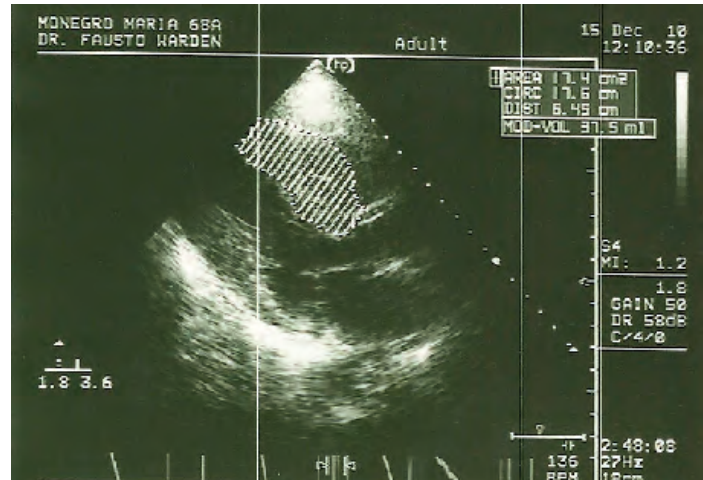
Ecocardiograma en el eje largo y corto paraesternal y apical de cuatro cámaras de un paciente con Miocardiopatía Hipertrofica. Note el acentuado engrosamiento del septum interventricular en relación a la pared posterior y como en el eje corto se observa hipertrofia, aunque en menor grado, de las paredes anterior y lateral.
